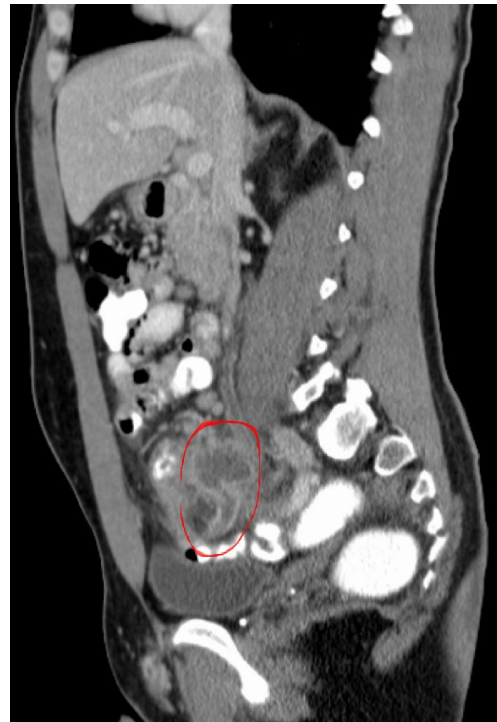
CT in Sagittalebene
